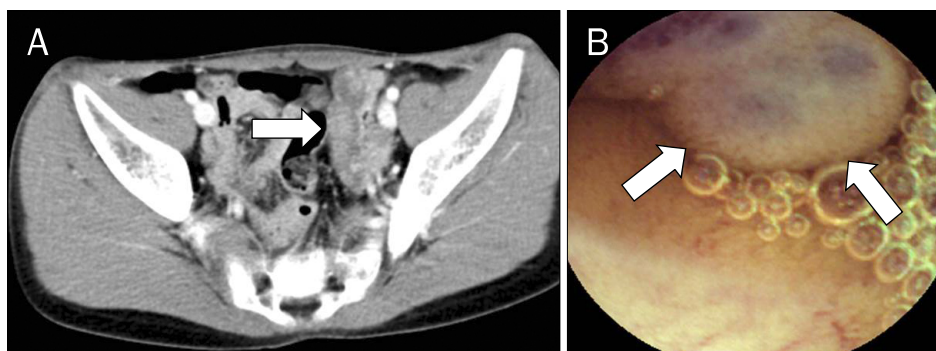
Dynamic contrast-enhanced multidetector-row CT (DCE-MDCT) and capsule endoscopic image of a 17-year-old male with recurrent iron deficiency anemia. (A) A small bowel hemangioma (arrow) with heterogeneous enhancement and small phleboliths were noted in the left side of pelvic cavity on DCE-MDCT. (B) A large pedunculated mass (arrows) with purplish surface was noted in the middle jejunum on capsule endoscopy. Surgical resection of the small bowel hemangioma was performed.
